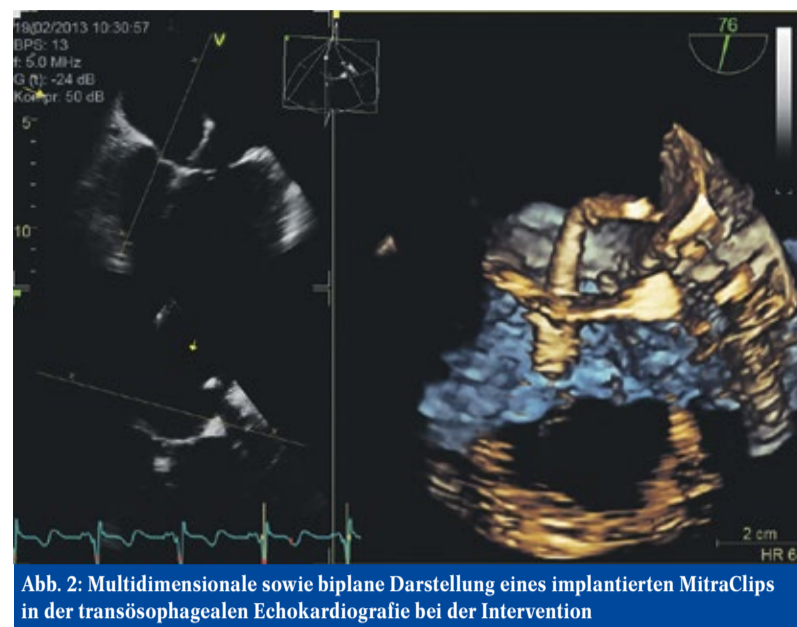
Multidimensionale sowie biplane Darstellung eines implantierten MitraClips in der transösophagealen Echokardiografie bei der Intervention
